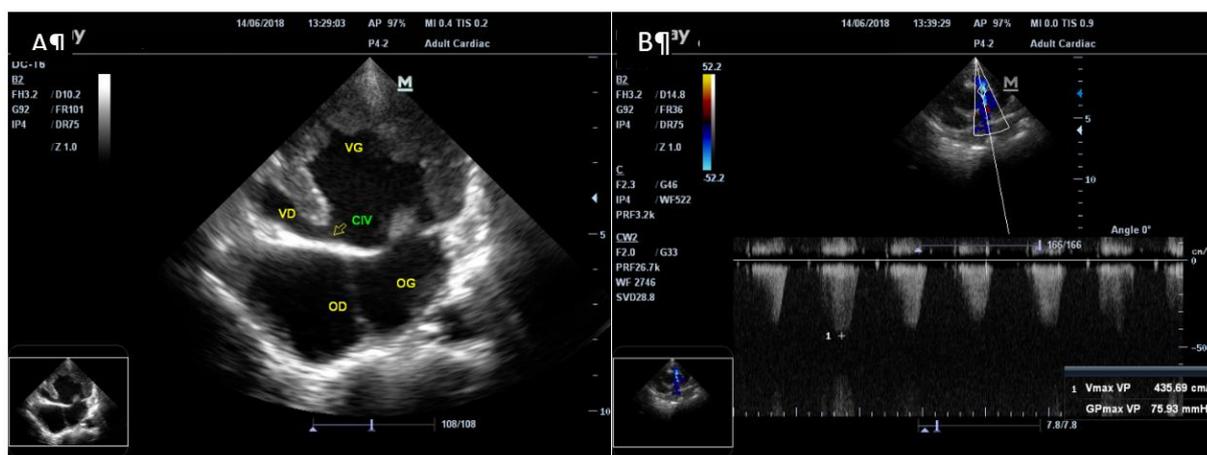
Echocardiographie Doppler transthoracique; A= Coupe 4 cavités apicale, B= Coupe parasternale gauche petit axe de la base du coeur, dégageant le tronc de l'artère pulmonaire et la bifurcation avec mesure en Doppler continue du gradient pulmonaire maximal.
